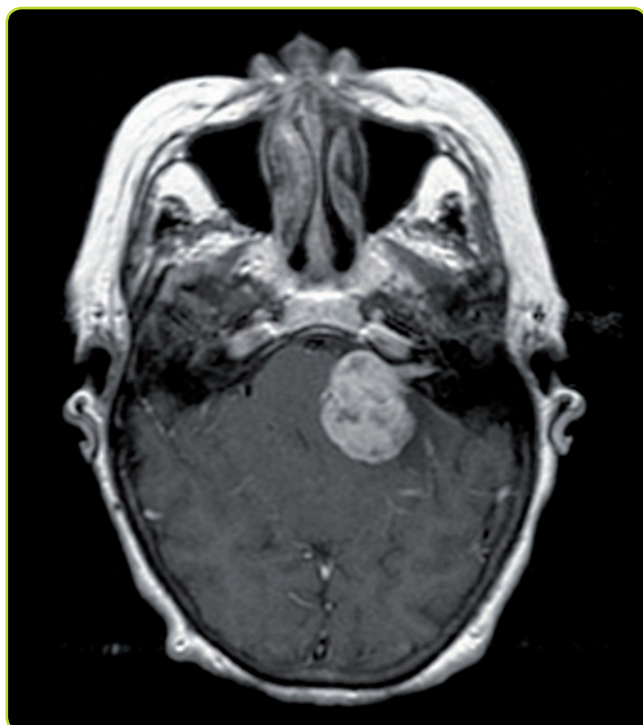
Neurinoma del acústico. En esta RM axial (T1) con gadolinio se observa una masa situada en ángulo pontocerebeloso izquierdo que capta contraste intensamente y que se extiende hacia el conducto auditivo interno. El tumor presenta áreas quísticas en su interior. El hallazgo de neurinomas del acústico bilaterales es frecuente en la neurofibromatosis tipo 2.
